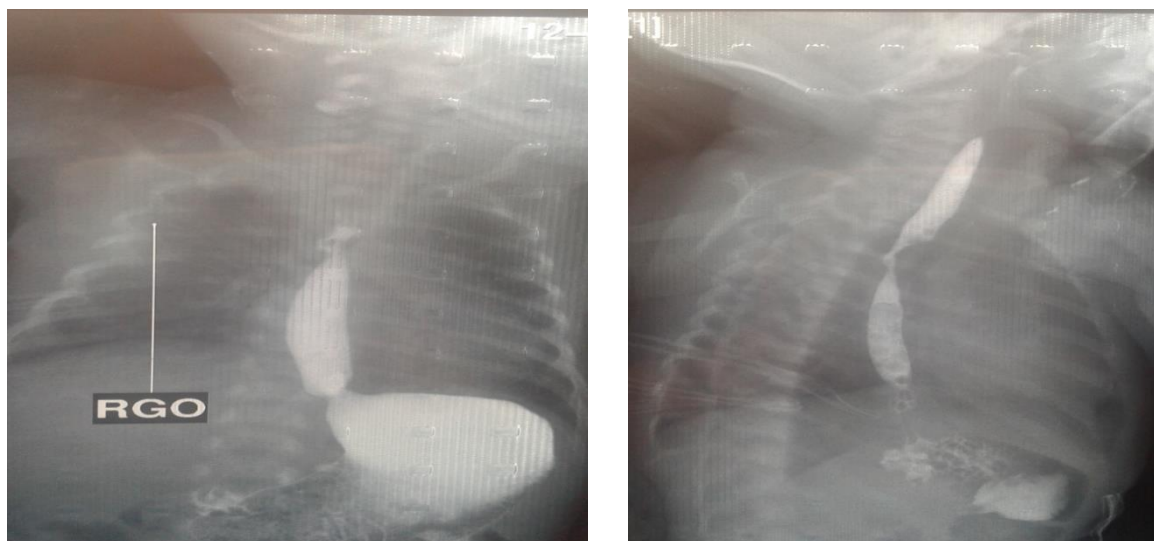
Radiographie thoraco-abdominale de face d'un nouveau-né présentant une sténose œsophagienne en post opératoire d'une atrésie de l'œsophage.
